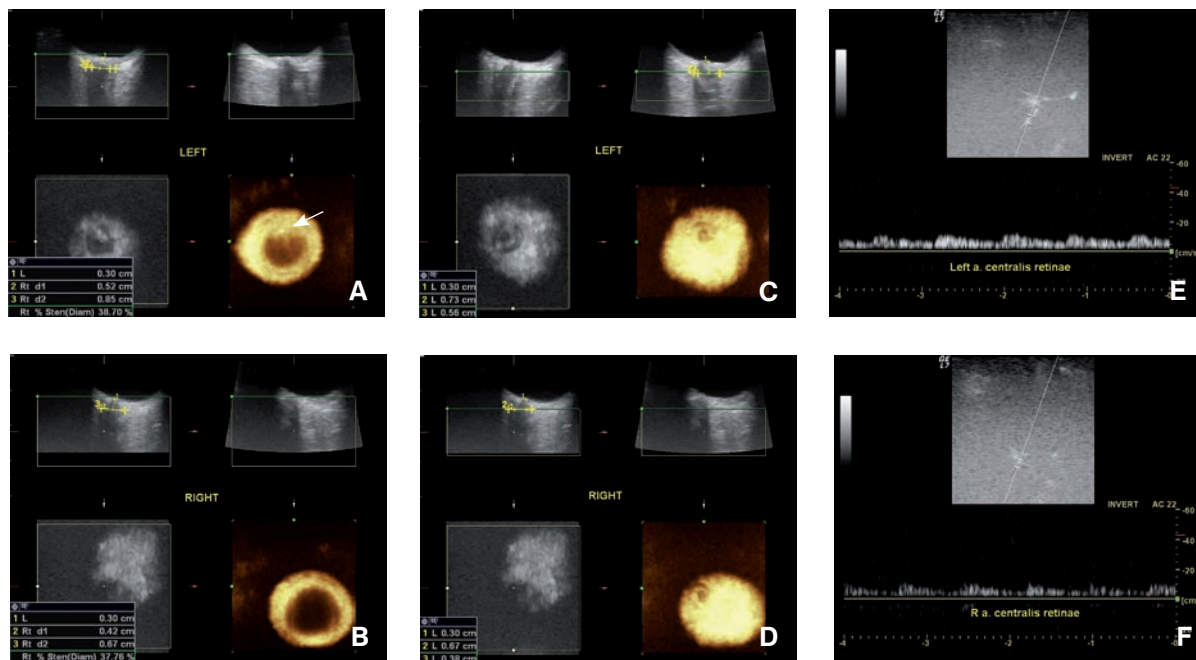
The multimodal ultrasound neuroimaging showed optic disc drusen on the left side (A) and normal right optic disc (B). In comparison to the right sight (D) a slightly increased diameters of the left optic nerve/sheath complex and their ratio was found (C). Normal B-flow imaging of the left (E) and right (F) a. centralis retinae.
